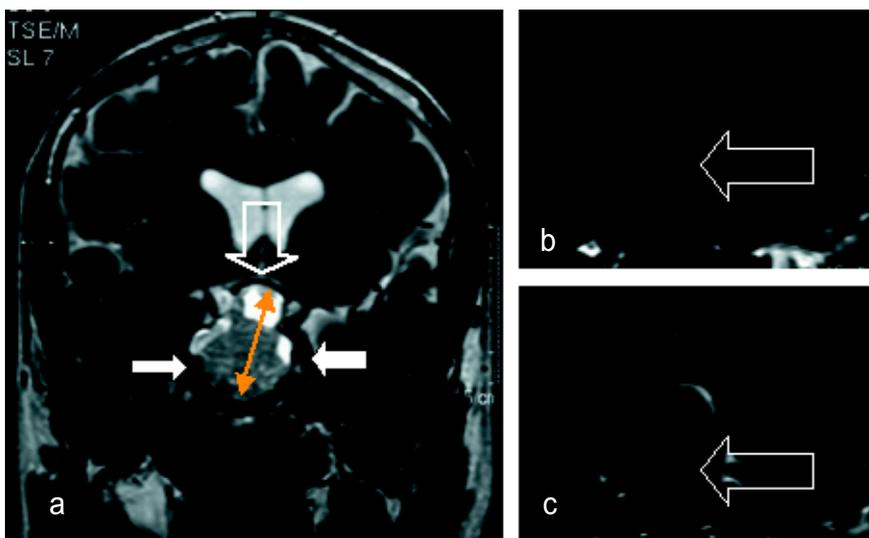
Die Magnet-Resonanztomographie (koronare, frontale Schichtebene) zeigt ein Makroadenom der Hypophyse. In der T2-gewichteten Übersichtsaufnahme (a) ist eine erhebliche supraselläre Tumorausdehnung (⇨) zu erkennen. Der Durchmesser in Längsachse beträgt ca. 4 cm (⇨⇩). Die Aufnahme zeigt, dass der Tumor seitlich an die Arteriae carotis internae (⇨) heranreicht.
